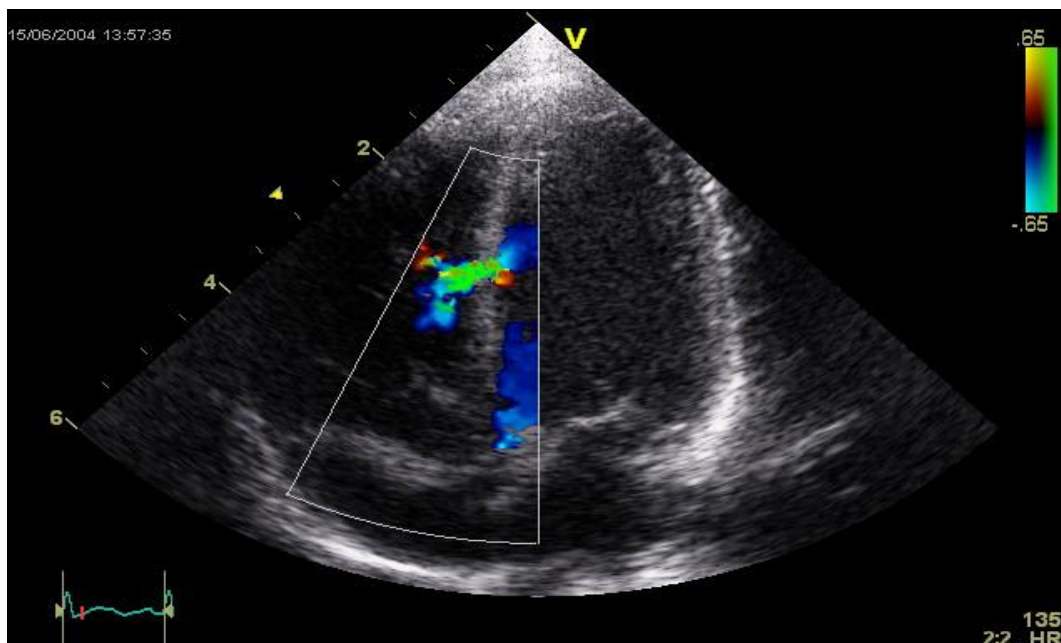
Image en échocardiographie doppler couleur : le flux vert témoigne d'un passage entre le ventricule gauche et le ventricule droit à travers le septum [10]
